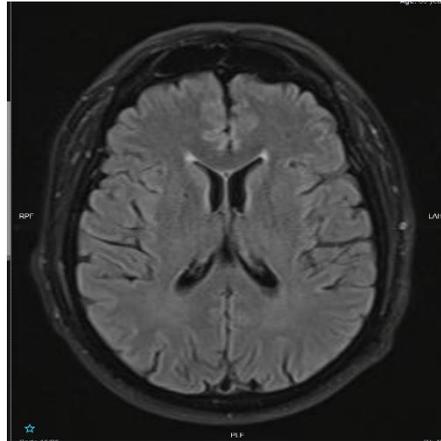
Resonancia magnética de cráneo; secuencia STIR, corte axial, encéfalo normal, nótese la diferencia entre sustancia gris y sustancia blanca, ganglios basales visibles normales, el sistema ventricular simétrico con intensidad propia de la secuencia mencionada. Finalmente podemos observar los surcos cerebrales de amplitud normal, calota craneana hipointensa y finalmente los tejidos blandos superficiales normales.
